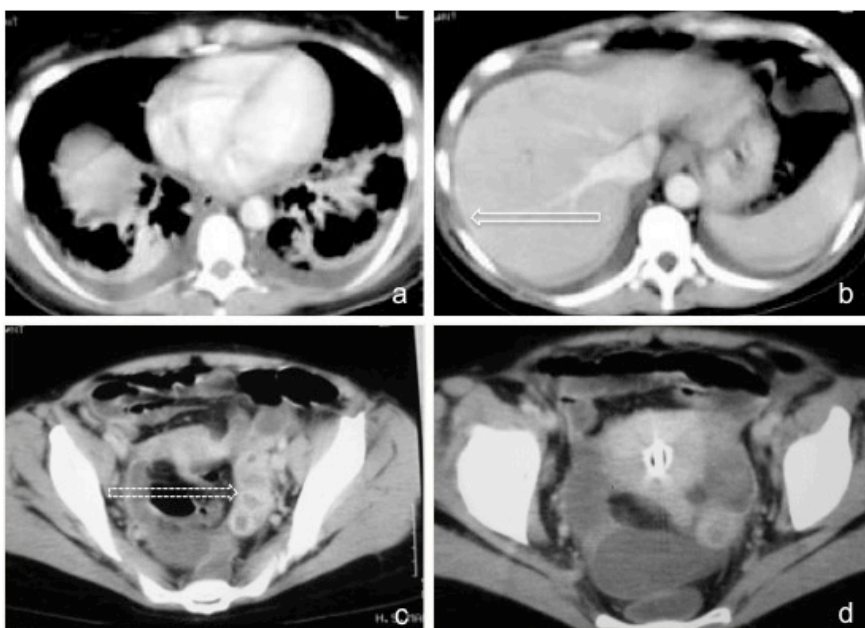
Mulher com dor no quadrante superior direito do abdómen, febre e leucitose. As imagens de TC axial no plano axial após administração endovenosa de contraste revelam ligeira quantidade de derrame pleural bilateral (a), hipercaptação da cápsula hepática (seta) e dos folhetos peritoneais (b), em doente com salpingite esquerda (c) e DIU na cavidade endometrial (d), alterações que sugerem o diagnóstico de síndrome Fitz-Hugh-Curtis. Note o sinal “waist” na lesão pélvica esquerda (seta tracejada) que apresenta uma morfologia serpiginosa, com parede espessada hipercaptante, a indicar a sua origem tubar.
